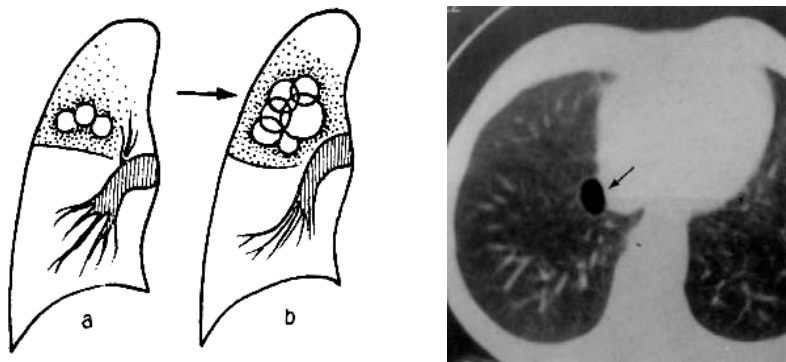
Emfizemul bulos, dreapta bulă de emfizem evidențiată CT
